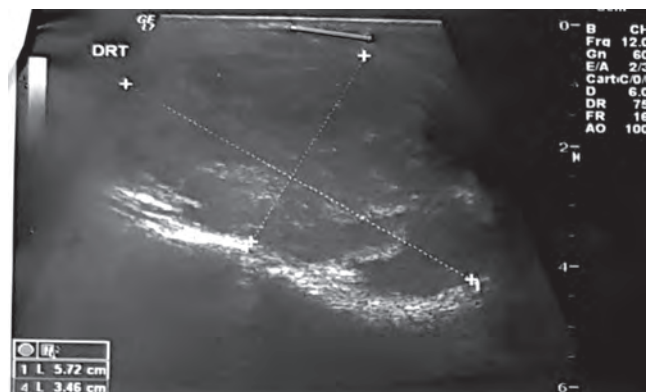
Image échographique de nodule thyroïdien suspect du cas 2
